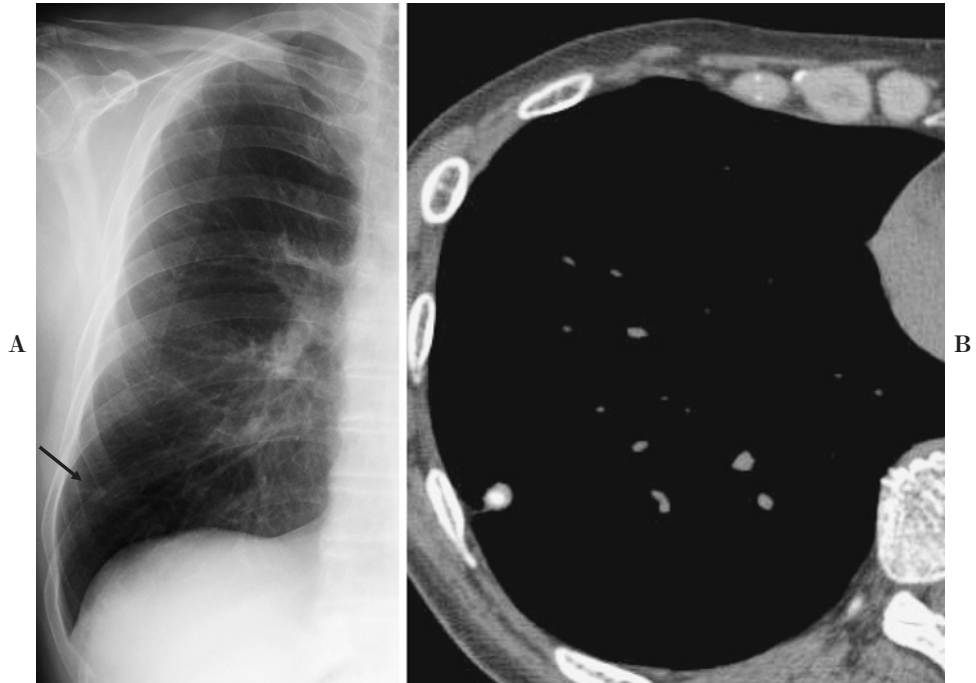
Granuloma. A. Chest X-ray film shows a small nodule in the right lower lung field (arrow). B. High resolution CT shows a well defined nodule with calcification in the right lower lobe.
